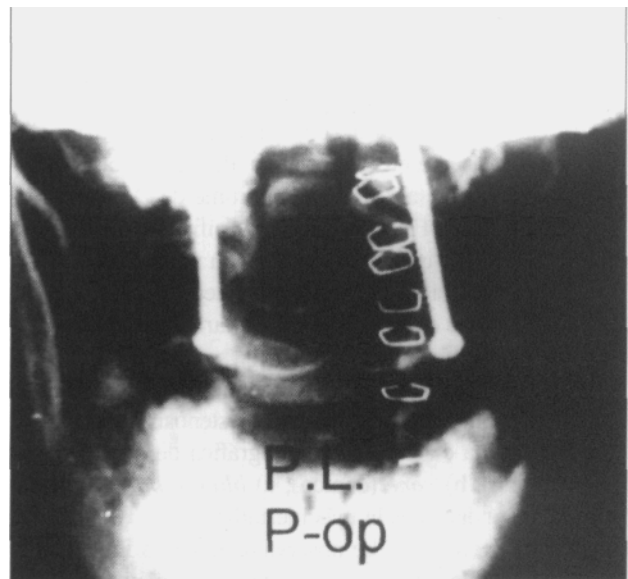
Radiografía de frente en el posoperatorio inmediato.
